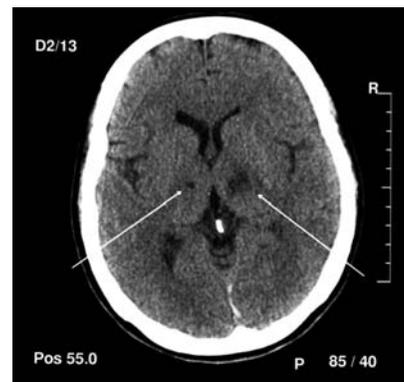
КТ головы после двух операций. Определяются очаги деструкции в проекции вентролатерального ядра таламуса с двух сторон.
